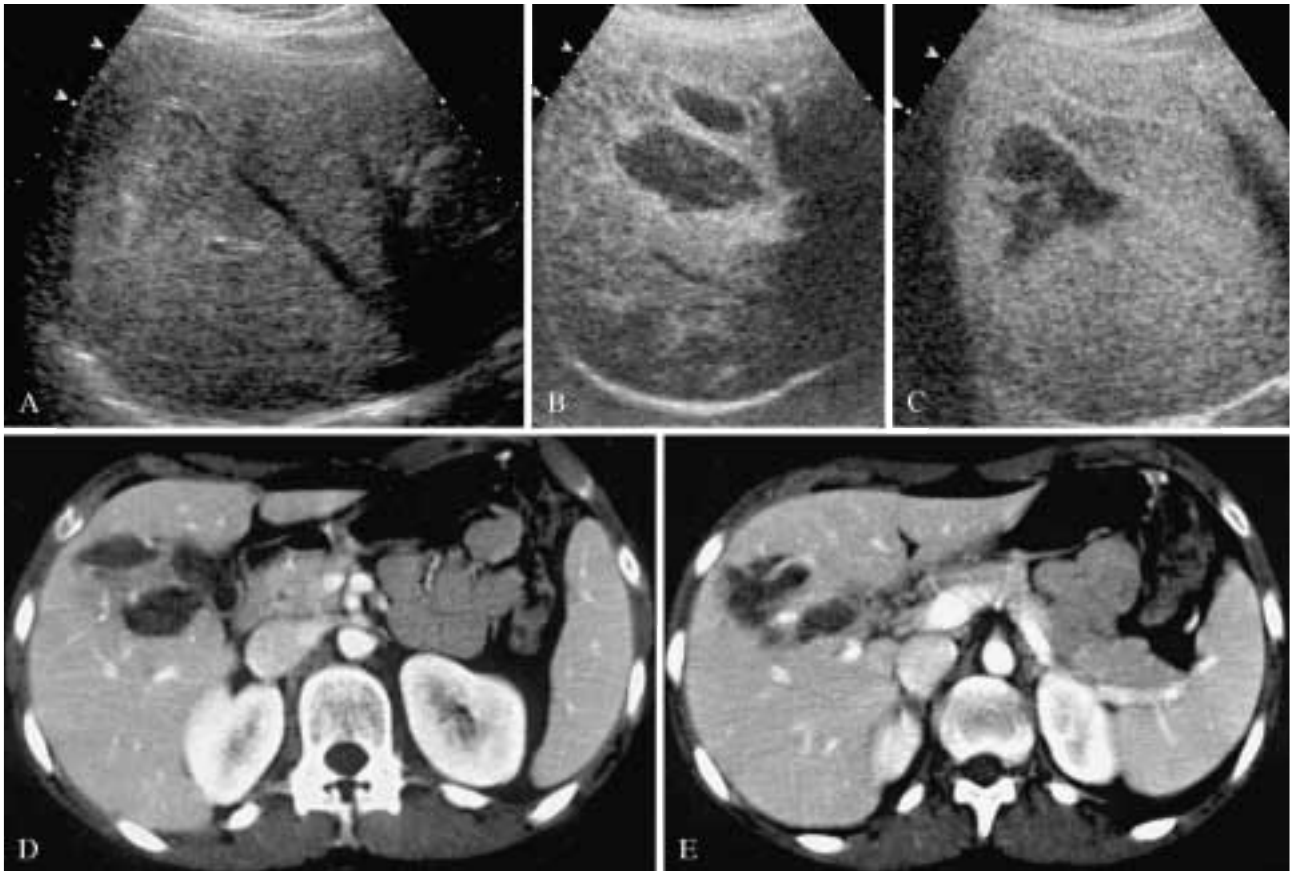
A) Ecografia di base: lesione prevalentemente ipoecogena a margini sfumati nel lobo destro. B, C) Ecografia dopo mdc: marcata ipoecogenicità della lesione rispetto al parenchima epatico sano. La lesione appare costituita da due focolai principali che tendono alla confluenza. D, E) TC spirale dopo mdc: le dimensioni e la morfologia della lesione appaiono sostanzialmente sovrapponibili rispetto all'esame ecografico con mdc.
